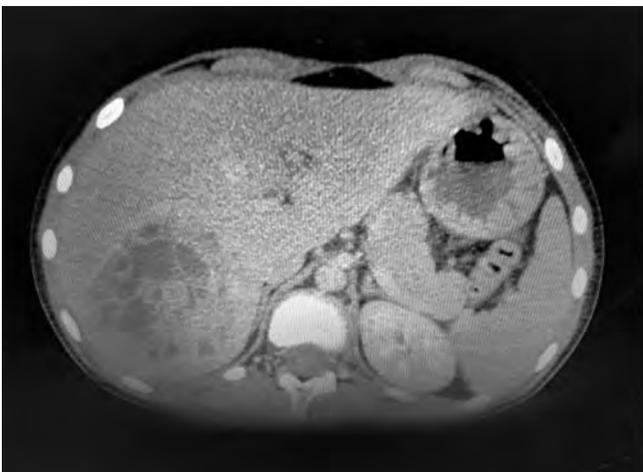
КТ-скани з зоною ураження печінки
